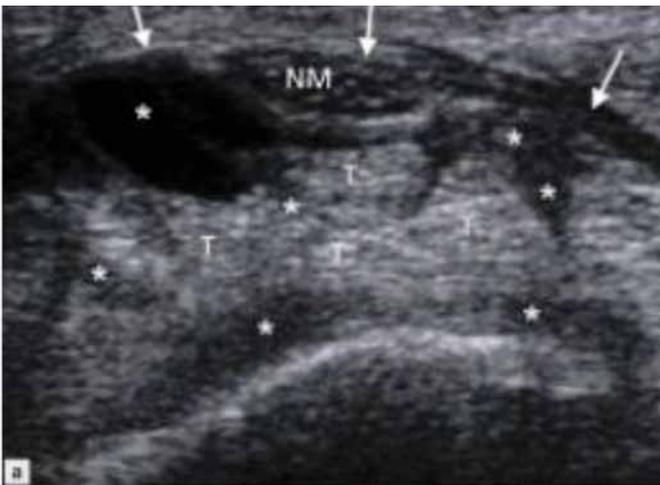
Síndrome do túnel do carpo. A imagem transversal (Doppler) mostra fluido hipocóico e sinovite (*) nas bainhas do tendão do flexor do indicador que separam os tendões flexores (T). Há um achatamento do nervo médio e curvatura volar do retináculo flexor (setas) ¹⁰.
